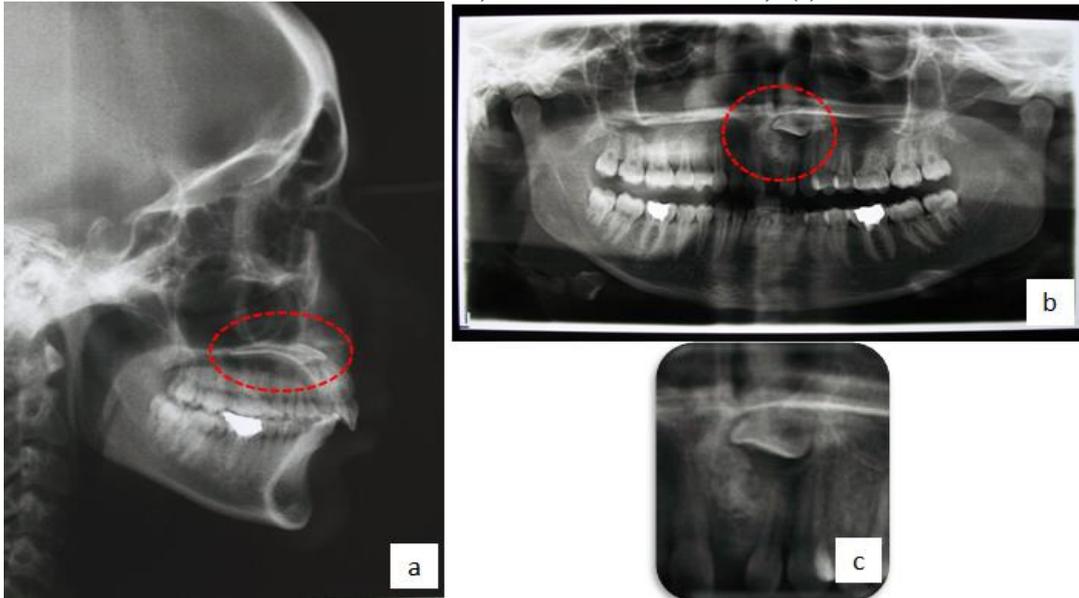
(a) téléradio de profil, (b) Orthopantomogramme, (c) rétro-alvéolaire sur la 11.
